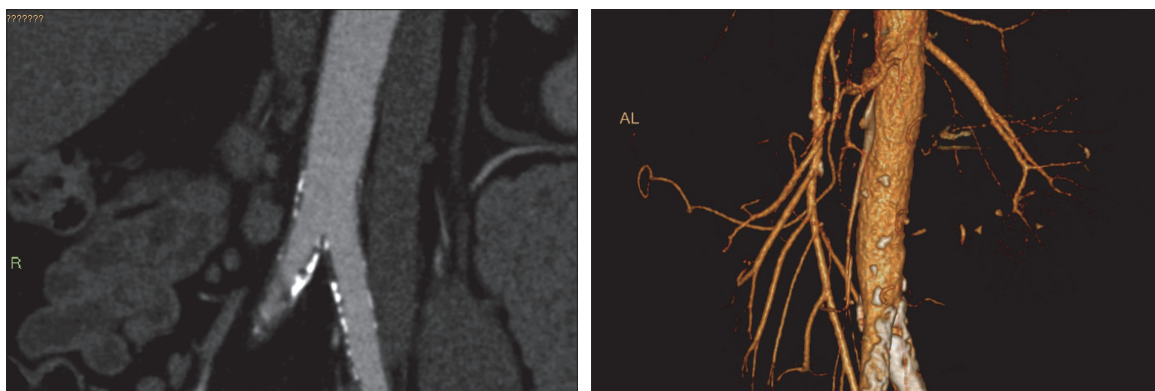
Больной Ш. Компьютерная томография, КТ-ангиография. Стеноз левой наружной подвздошной артерии, признаки атеросклероза
